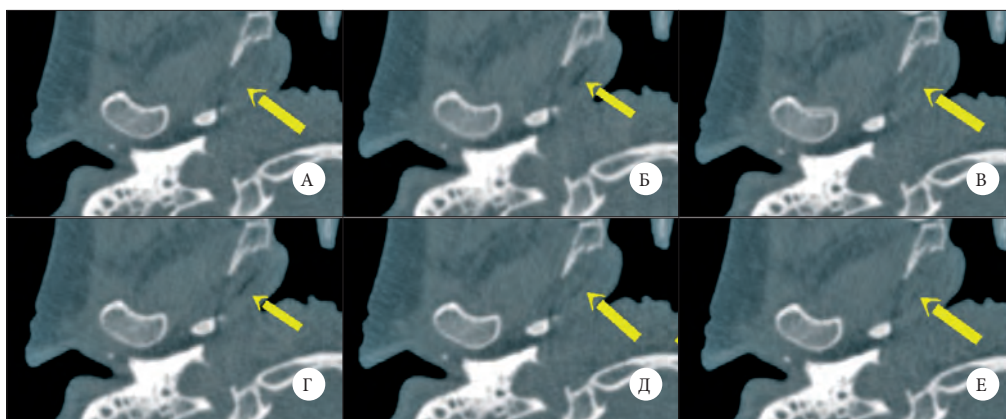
ФМСКТ правой слуховой трубы пациента Л., 25 лет. Поочередная серия изображений в динамическом режиме в аксиальных проекциях (А–Е). На томограммах стрелками указана открывающаяся хрящевая часть слуховой трубы до 2 мм и смыкающаяся полностью
